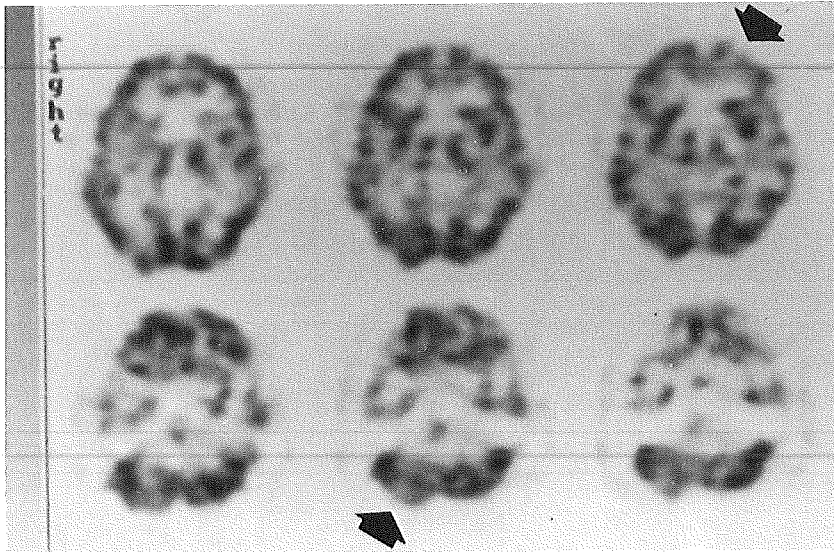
^{99m}Tc-HMPAO SPECT van de hersenen 30 dagen na het optreden van de neurologische symptomen. Een belangrijke hypoperfusie wordt gezien in het rechter cerebellum (pijl). Een relatieve hypoperfusie is aanwezig in de linker en rechter pariëto-occipitale regio's. De linker fronto-pariëtale perfusiedefecten omvatten de gyrus frontalis medius (pijl) en inferior, alsook de gyrus precentralis en postcentralis. Een relatieve hyperperfusie wordt teruggevonden in de linker nucleus lentiformis. De focale bifrontale hyperperfusie is een gevolg van fysiologische activatie.
